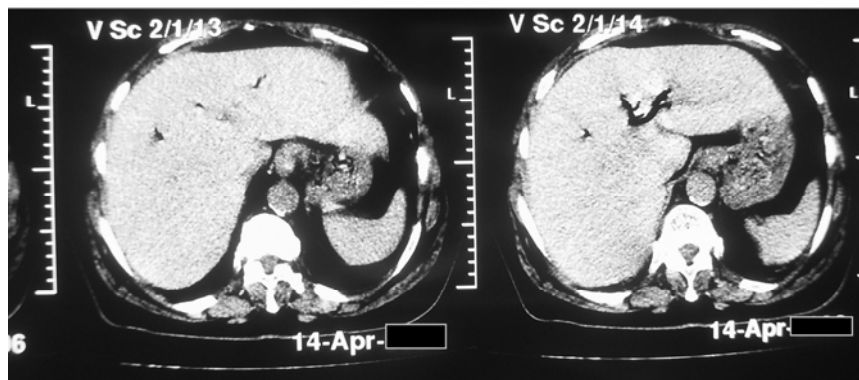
Tomografie computerizată abdominală
